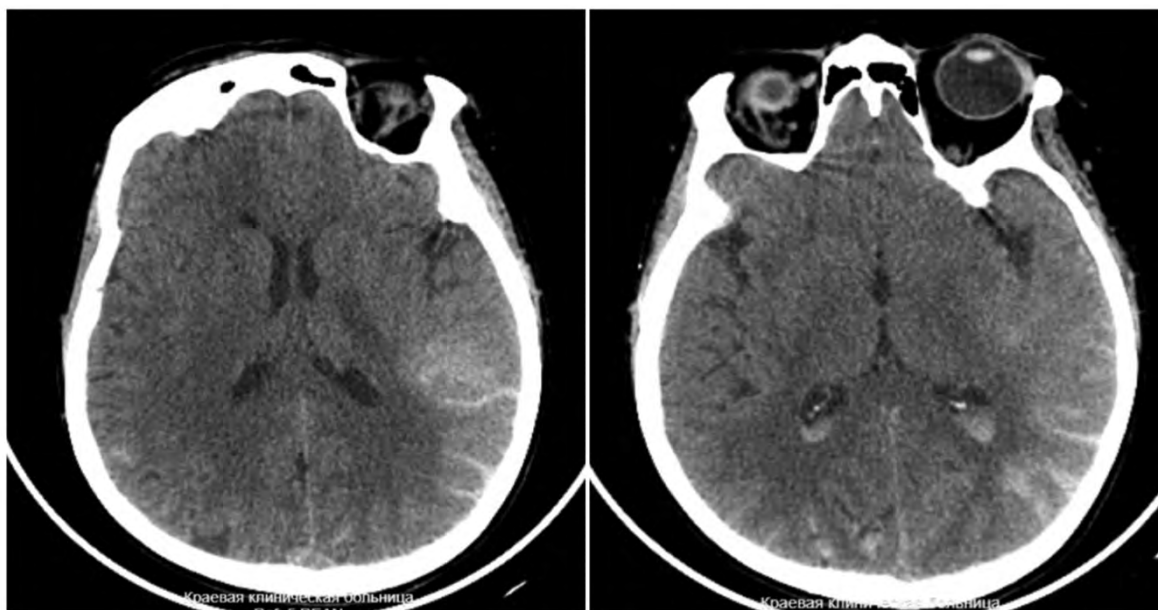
Пациентка Я., МСКТ через сутки после вмешательства. Источник: составлено авторами
